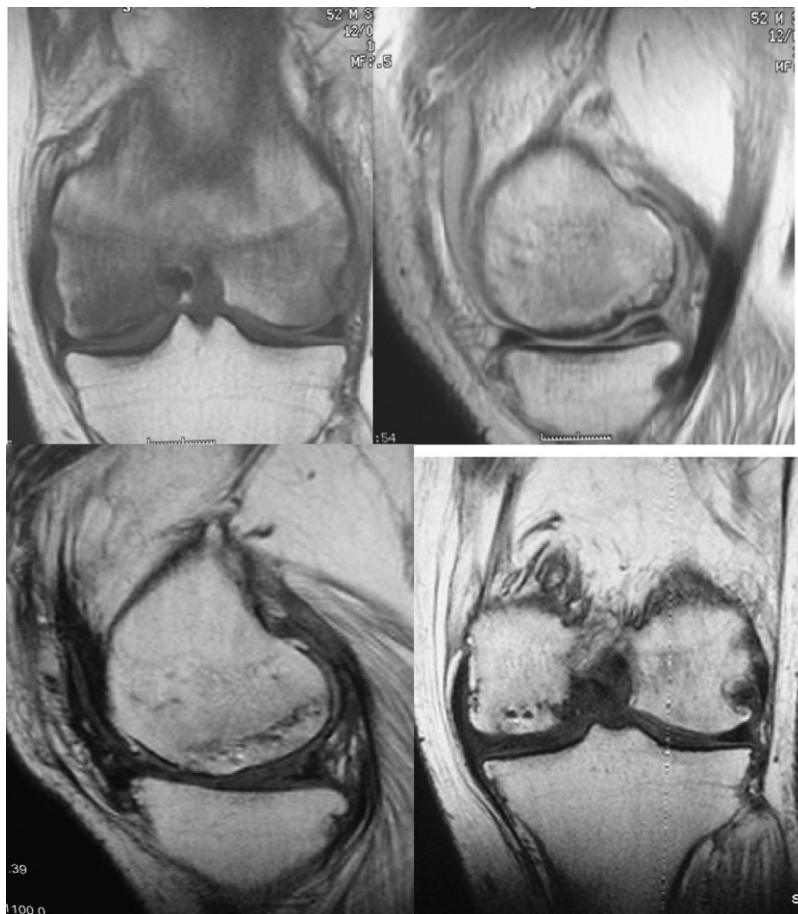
Resonancia magnética nuclear en la que se aprecia el defecto osteocondral en cóndilo femoral interno (CFI) y la rotura meniscal en las imágenes superiores. Resonancia magnética nuclear a los 8 meses del postoperatorio en imágenes inferiores.
